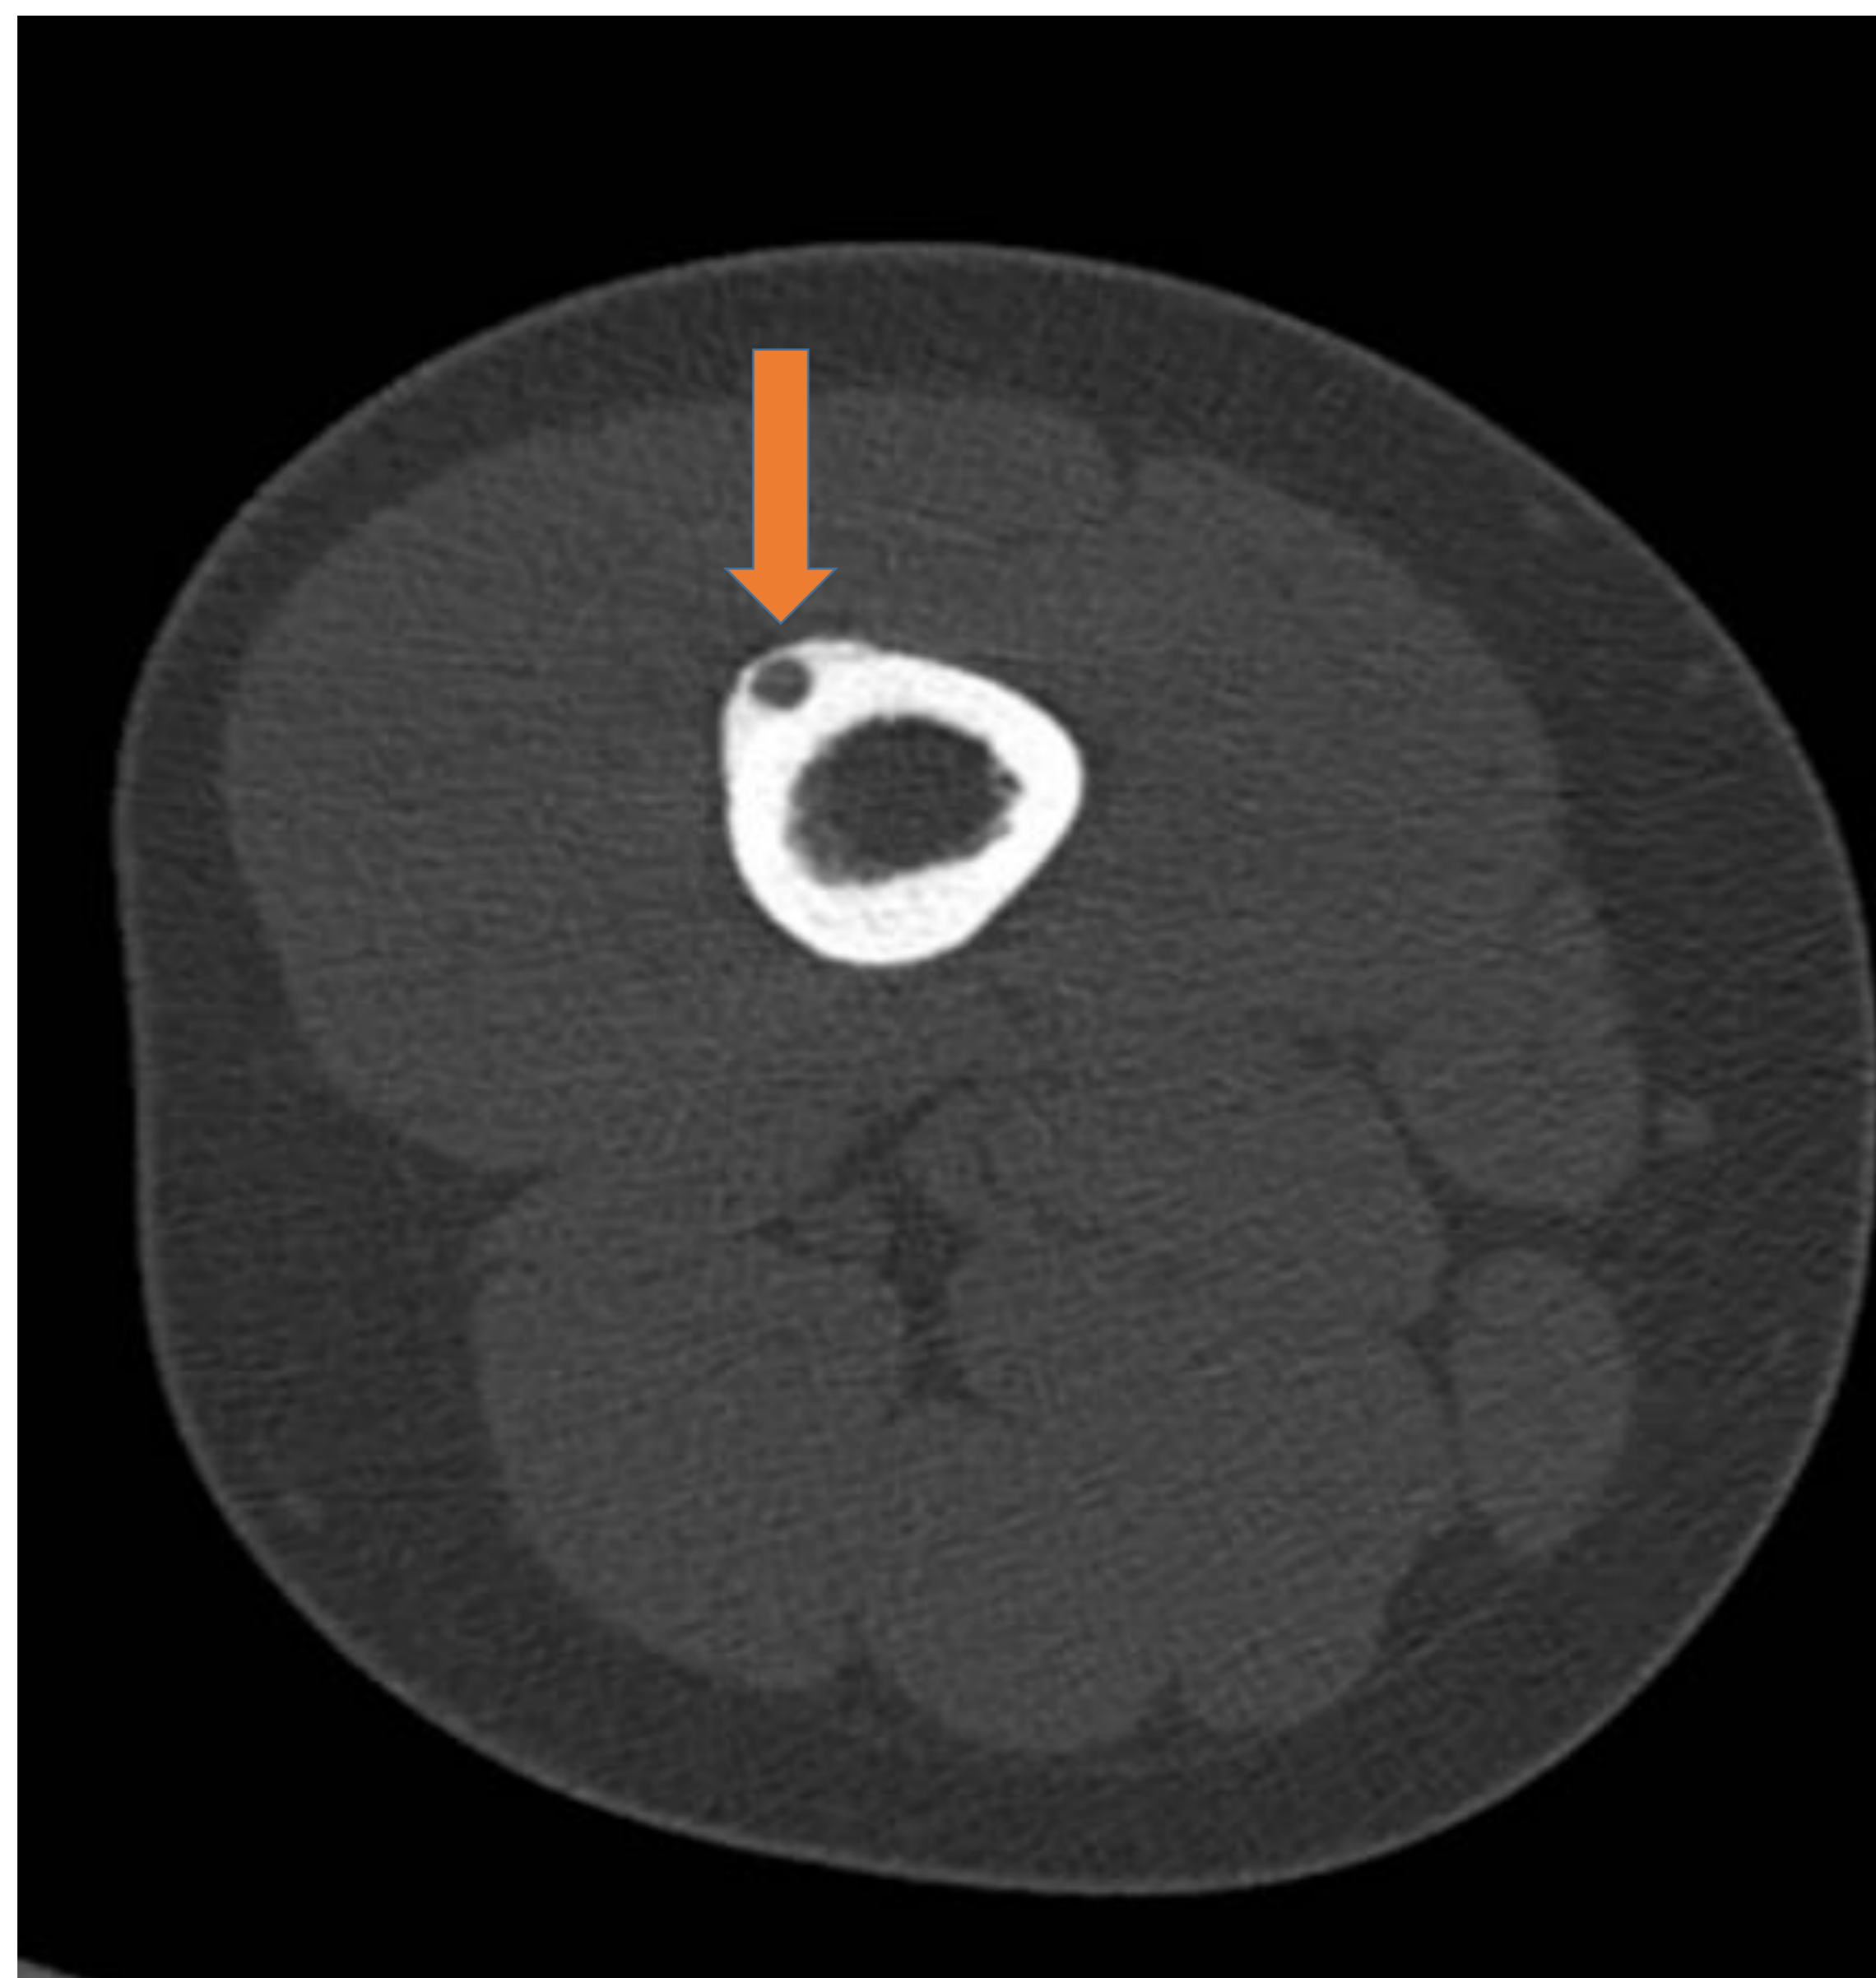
Corte axial TC de MII sin CIV con ventana de hueso. Se ve en el seno de la cortical anterior de la diáfisis del fémur derecho una lesión consistente en un nidus radiolúcido central (flecha naranja) que se acompaña de un moderado engrosamiento cortical. Hallazgo en relación con osteoma osteoide.
